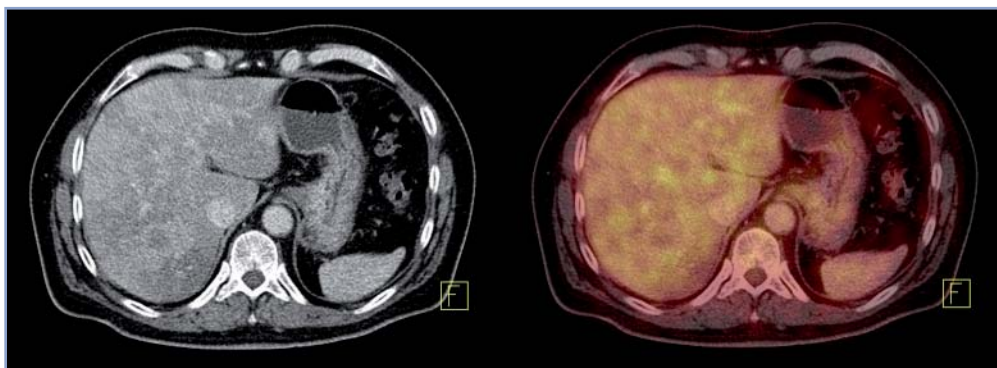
PET/CT con F¹⁸-FDG. CT e imagen fusionada transaxial. Se muestra la escasa avidéz de la glucosa por innumerables metástasis hepáticas. Este patrón corresponde a un tumor neuroendocrino bien diferenciado.
